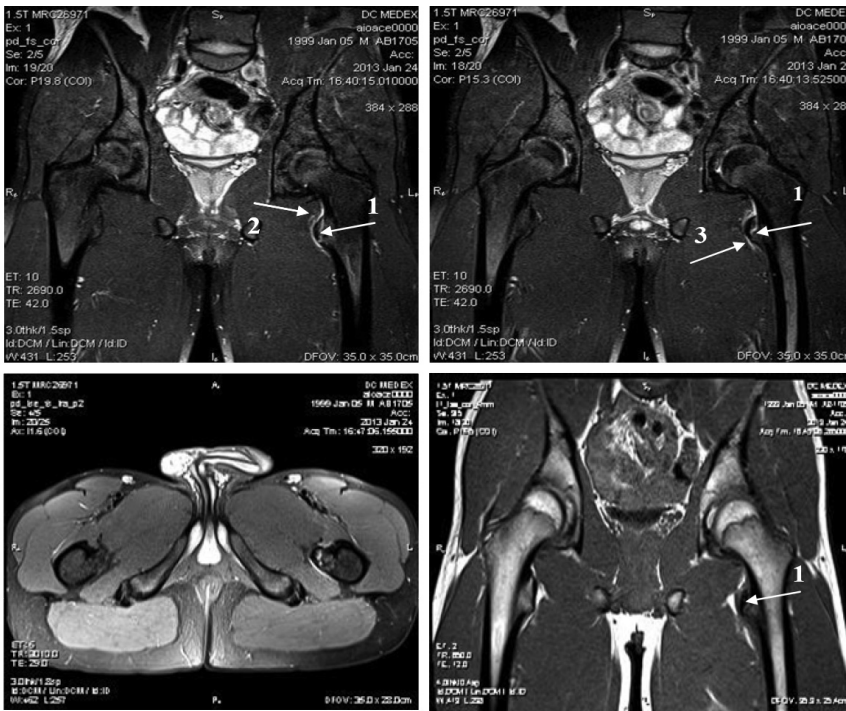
Апофізеоліз малого вертлюга стегнової кістки з ознаками ентезопатії клубово-поперекового м'язу. На серіях МР томограм визначається порушення цілісності малого вертлюга лівої стегнової кістки (авульсія) в проекції росткової зони (1) із незначним зміщенням апофізу разом із сухожилком лівого клубово-поперекового м'язу. Сухожилком вказаного м'язу характеризується слабкогіперінтенсивним МР сигналом на *pd fs* (2). Відзначається скупчення рідини навколо малого вертлюга лівої стегнової кістки (3).
